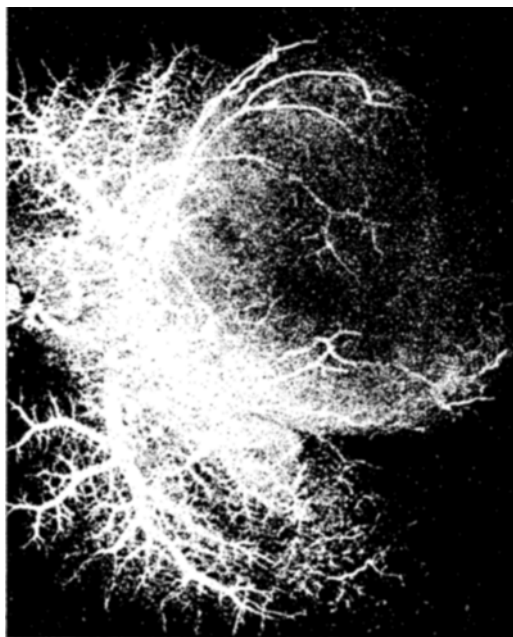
Makrovasoröntgenogramme der Kaninchenleber mit großer infiltrativen Metastase (auf den gesamten Makro- und Mikroröntgenogrammen sieht man die kontrastierenden Gefäße als weiße Stränge).
